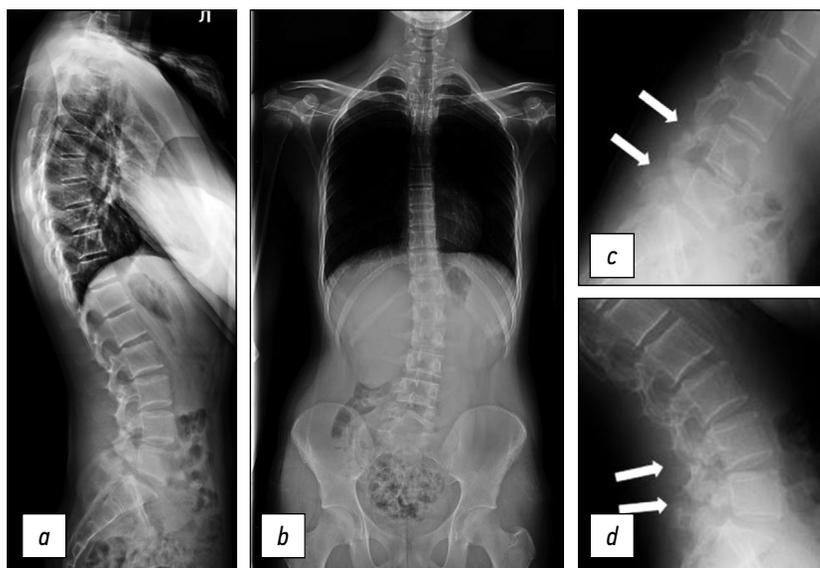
Постуральная и функциональная рентгенография позвоночника: *a* — боковая проекция, *b* — прямая проекция, *c* — сгибание, *d* — разгибание. Стрелками указаны зоны спондилолиза.
